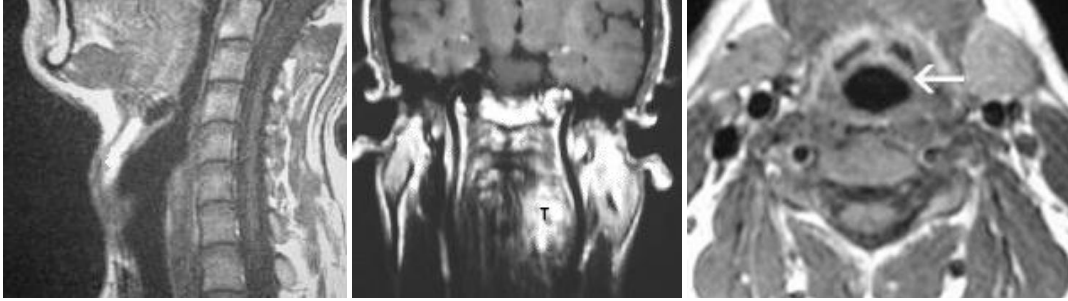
Larenks MRG için belirlenen sınırlar
